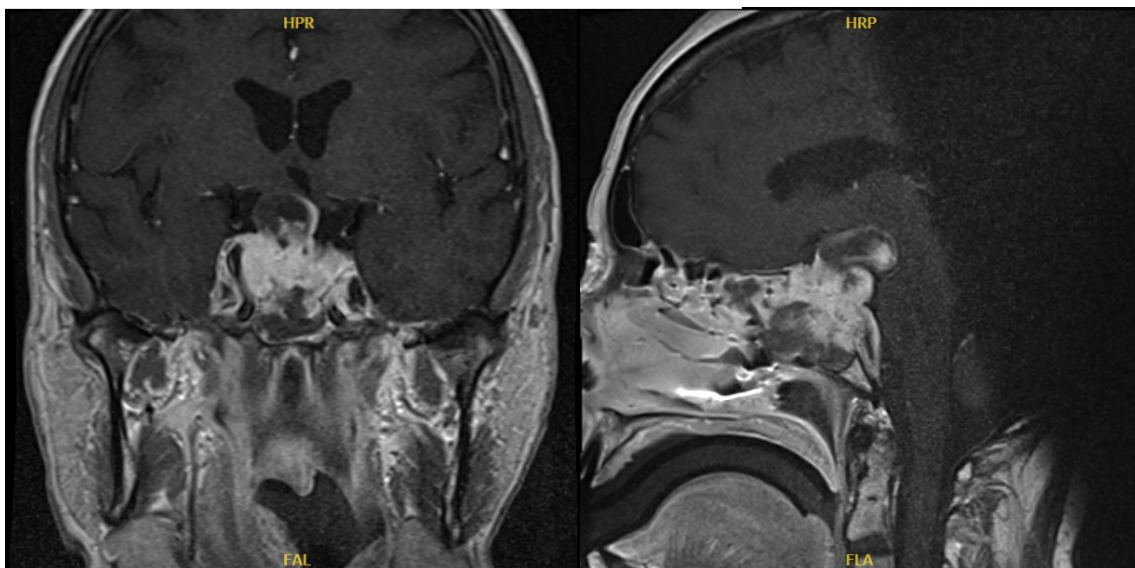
MRT eines Patienten unserer Kohorte mit gonadotropem invasivem Gigantadenom
